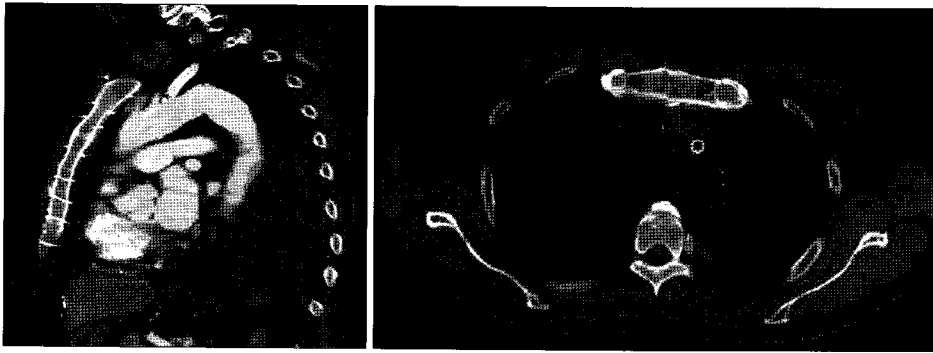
The postoperative CT findings showed that the stent was both patent and satisfactorily positioned. CT=Computed tomography.
